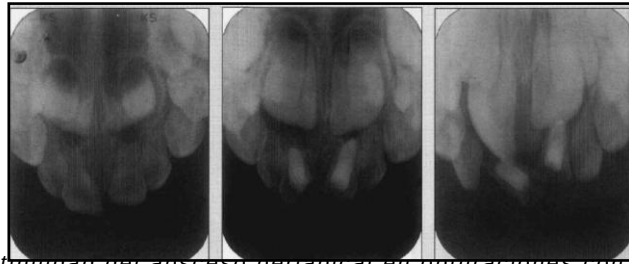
Continuidad del absceso periapical en obturaciones con óxido de zinc eugenol. Tomada de: Primosch R y cols, 2005
